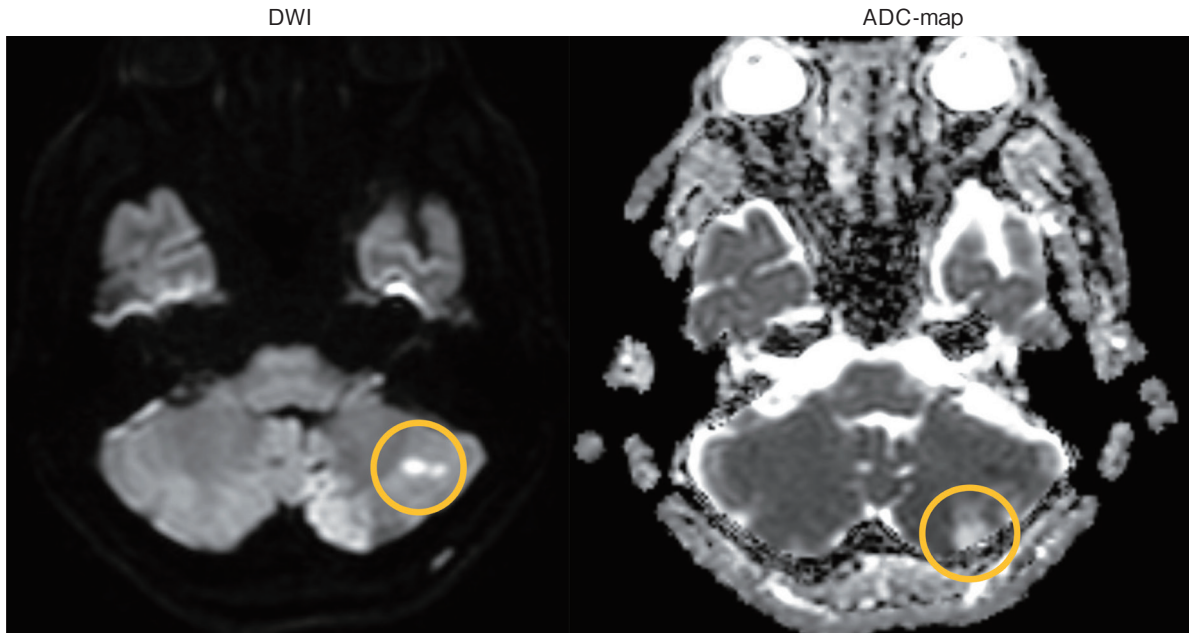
救急外来搬送時の頭部MRI検査，左小脳梗塞を認める
